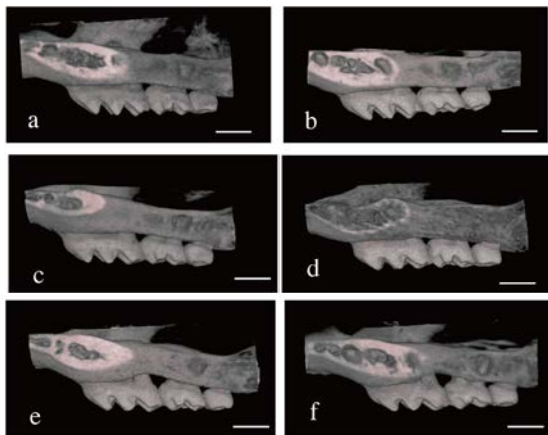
実験群と対照群における歯槽骨マイクロ CT 画像
